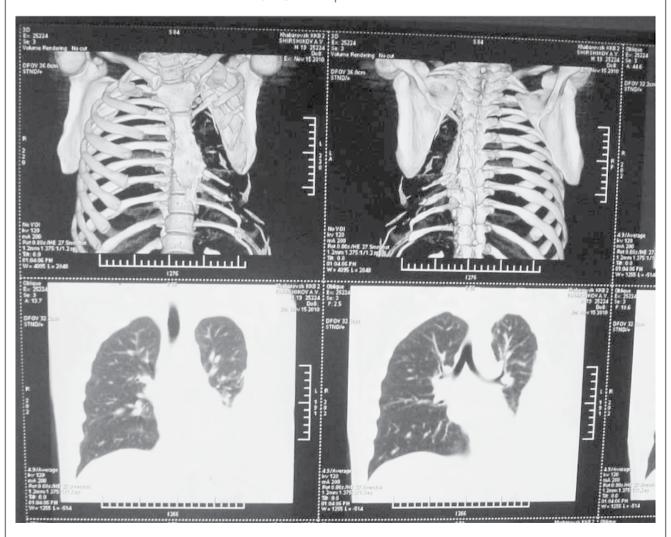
Серия МСК – томограмм – 2010 г.
